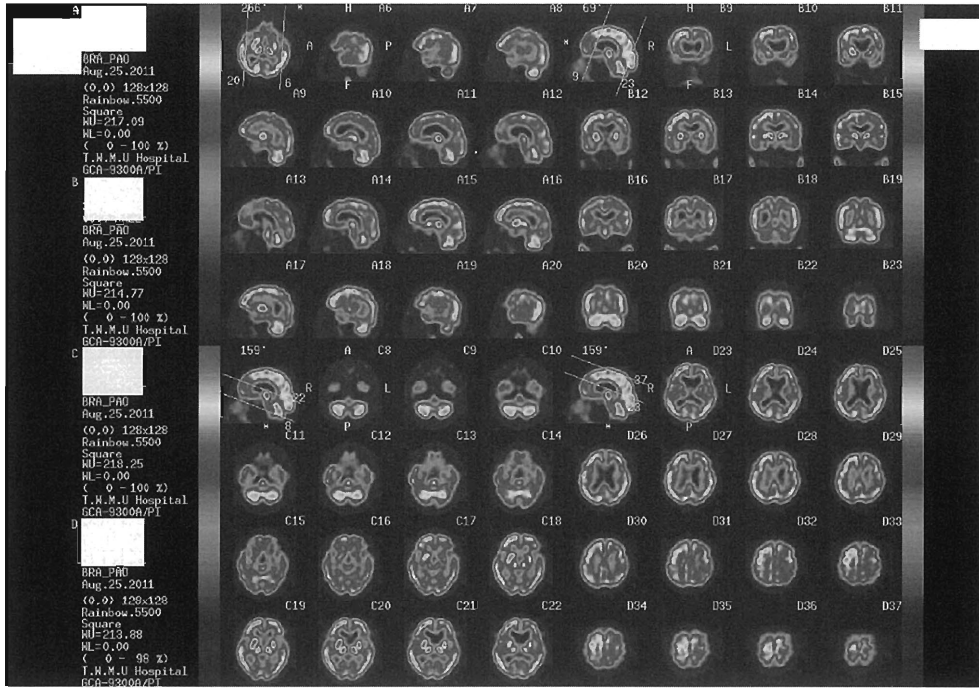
General decreases in cerebral blood flow observed in the left hemisphere and right parietal lobe using SPECT
